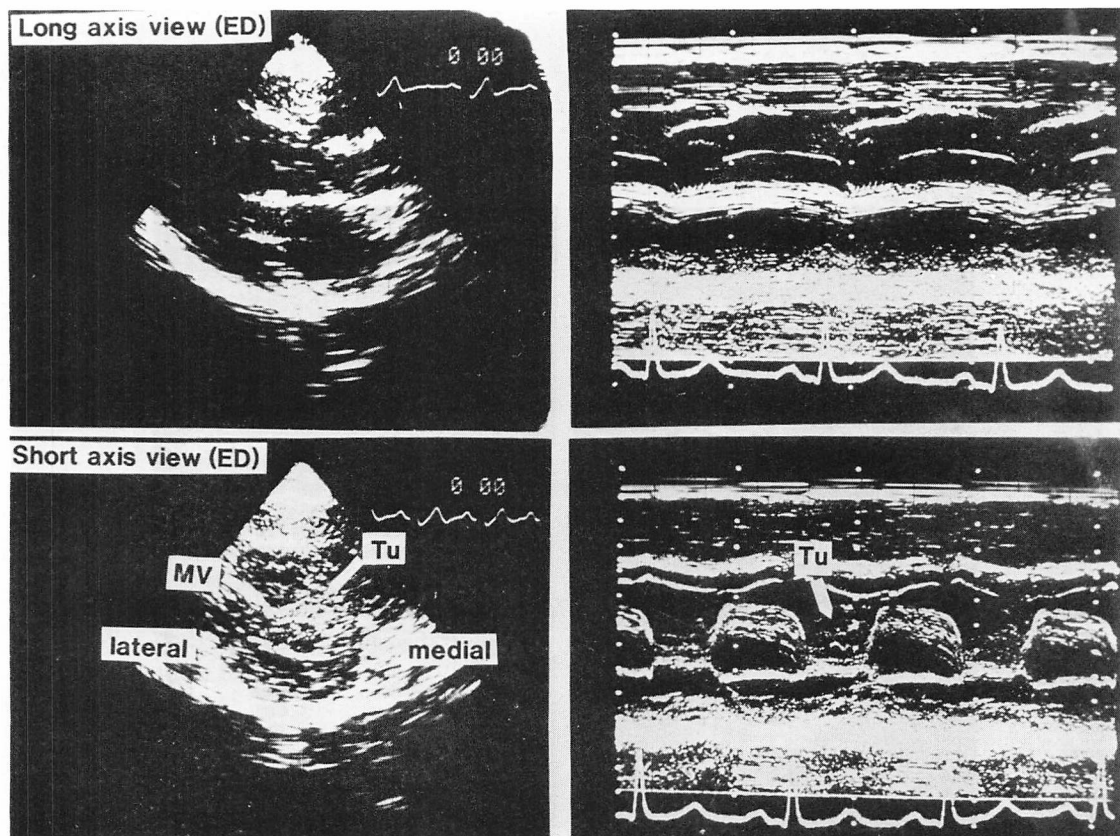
Echocardiograms on admission.
